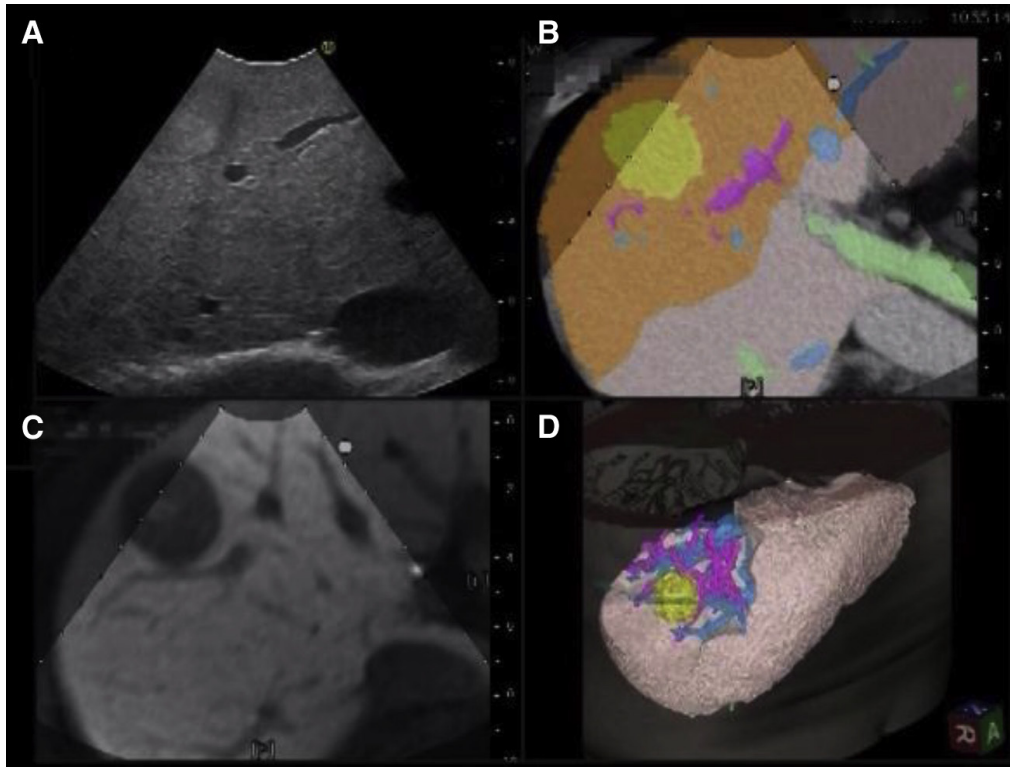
⁷⁶. El sistema de navegación muestra en el mismo monitor imágenes de ecografía intraoperatoria (A), imágenes de reconstrucción multiplanar de TC (B) y RM (C) e imágenes tridimensionales del hígado (D), con las distintas estructuras resaltadas en color, así como las estructuras a reseccionar mediante una simulación preoperatoria.
